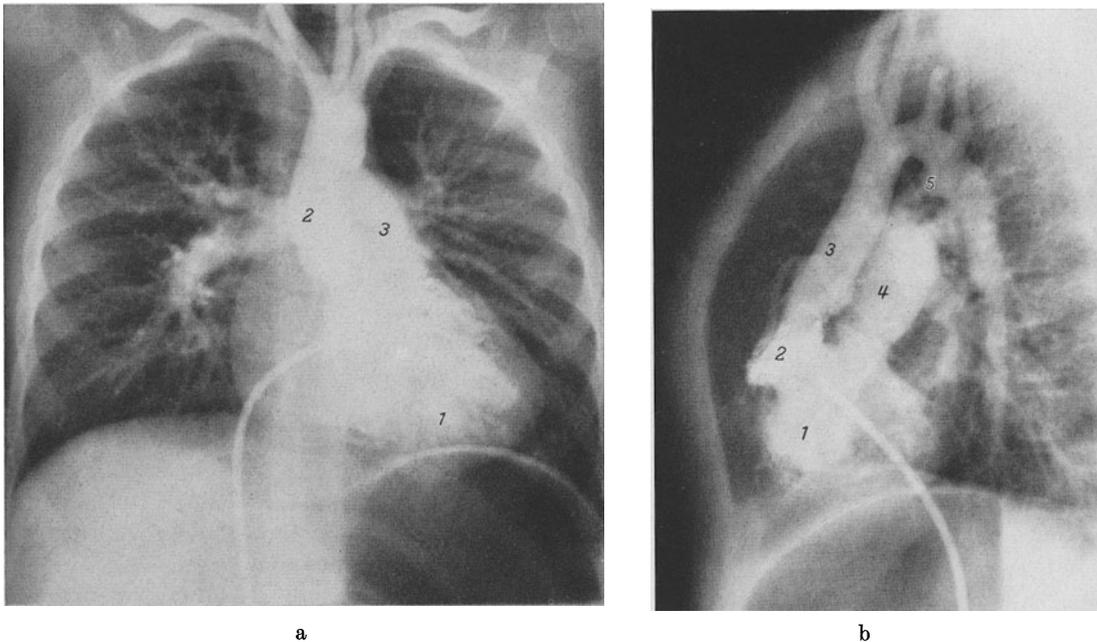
u. b. Selektive Angiokardiographie im sagittalen und frontalen Strahlengang bei singulärem Ventrikel und Transposition der großen Gefäße mit Abgang der A. pulmonalis aus der Hauptkammer. (Zusätzlich offenstehender Ductus arteriosus und aberrierende A. subclavia dexter.) 5jährig ♀. a 1 Ventrikelseptum-Rest, 2 Aorta, 3 A. pulmonalis. b 1 Hauptkammer, 2 rudimentäre Ausstromkammer, 3 Aorta, 4 A. pulmonalis, 5 Ductus arteriosus. (Die Bilder verdanken wir Herrn Dozent U. RUDHE, Röntgenabteilung der Karolinska-Kinderklinik, Stockholm)
